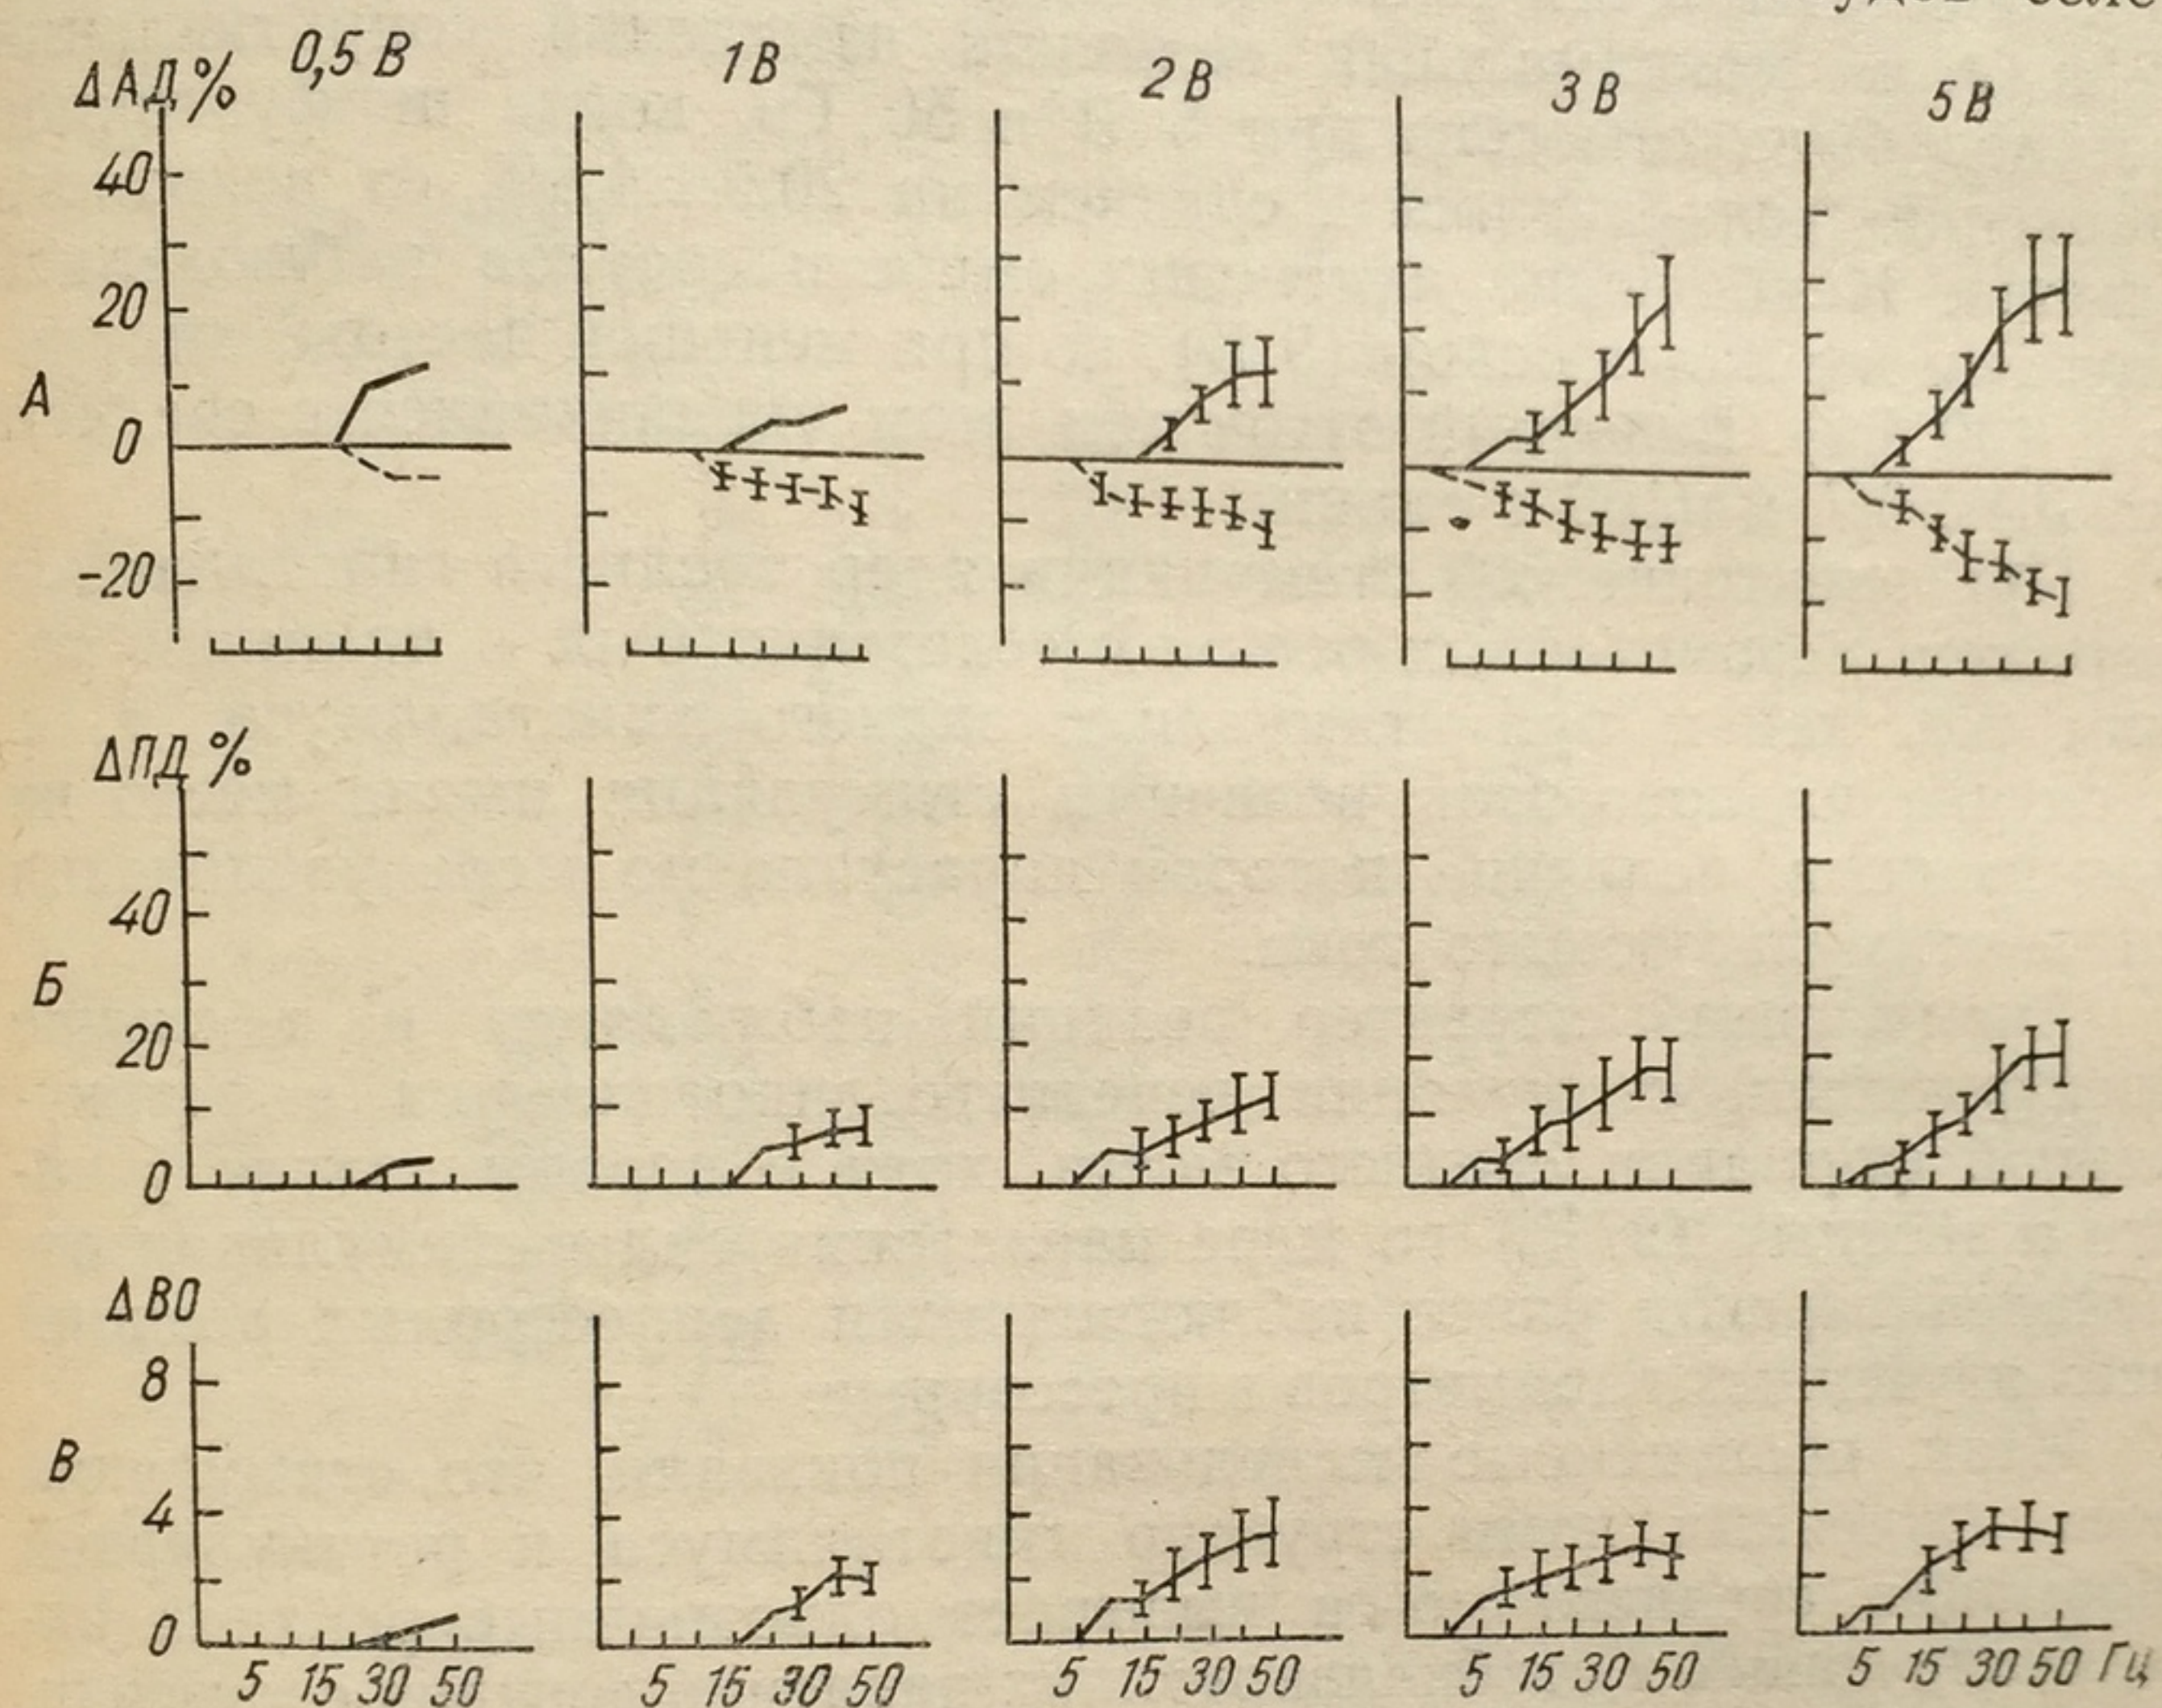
Величины изменений системного артериального давления (А), перфузионного давления (Б) и венозного оттока (В) в сосудах селезенки при различной интенсивности электрического раздражения заднего гипоталамуса:
